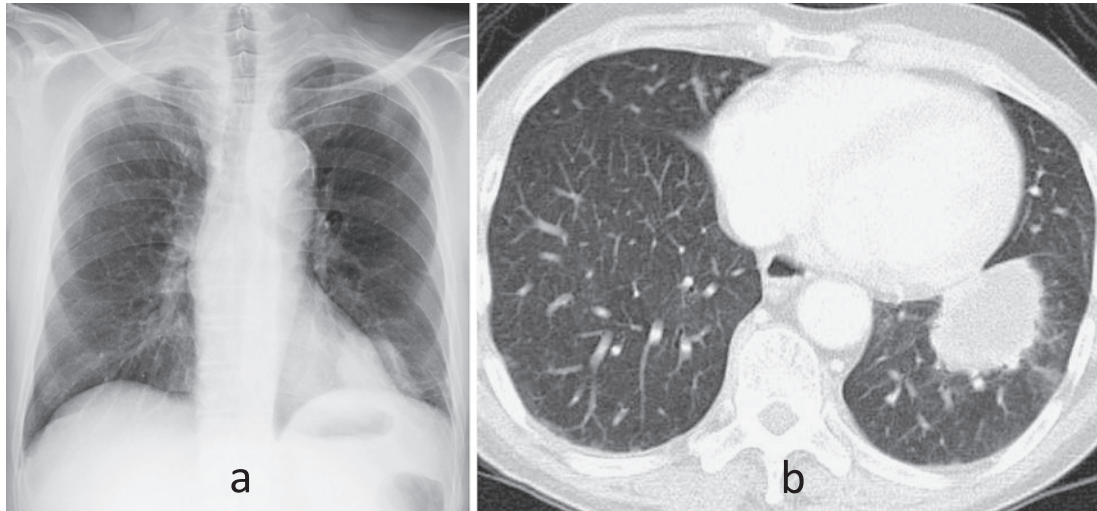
a) Chest radiograph showing a mass in the left lower lung field. b) Chest CT image showing a lung tumor in the left lower lobe.
